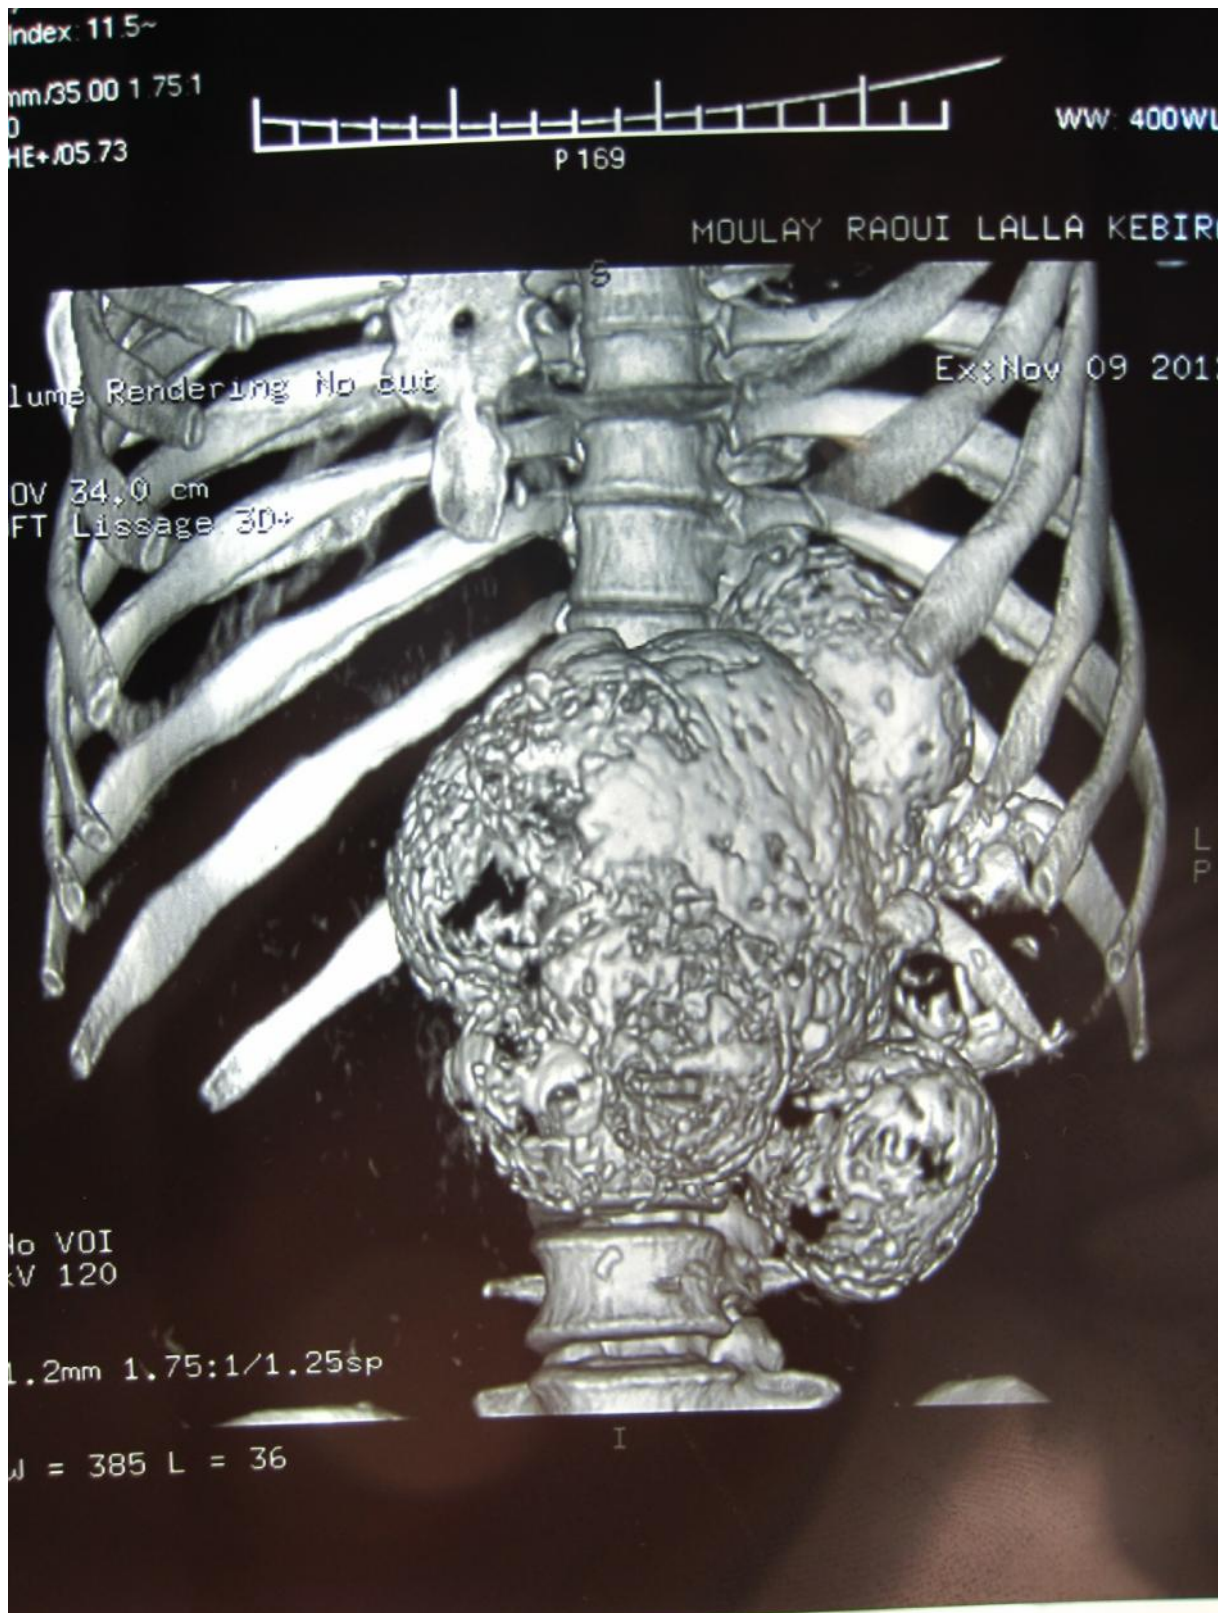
Aspect TDM – 3D de la tumeur chez le neuvième cas
